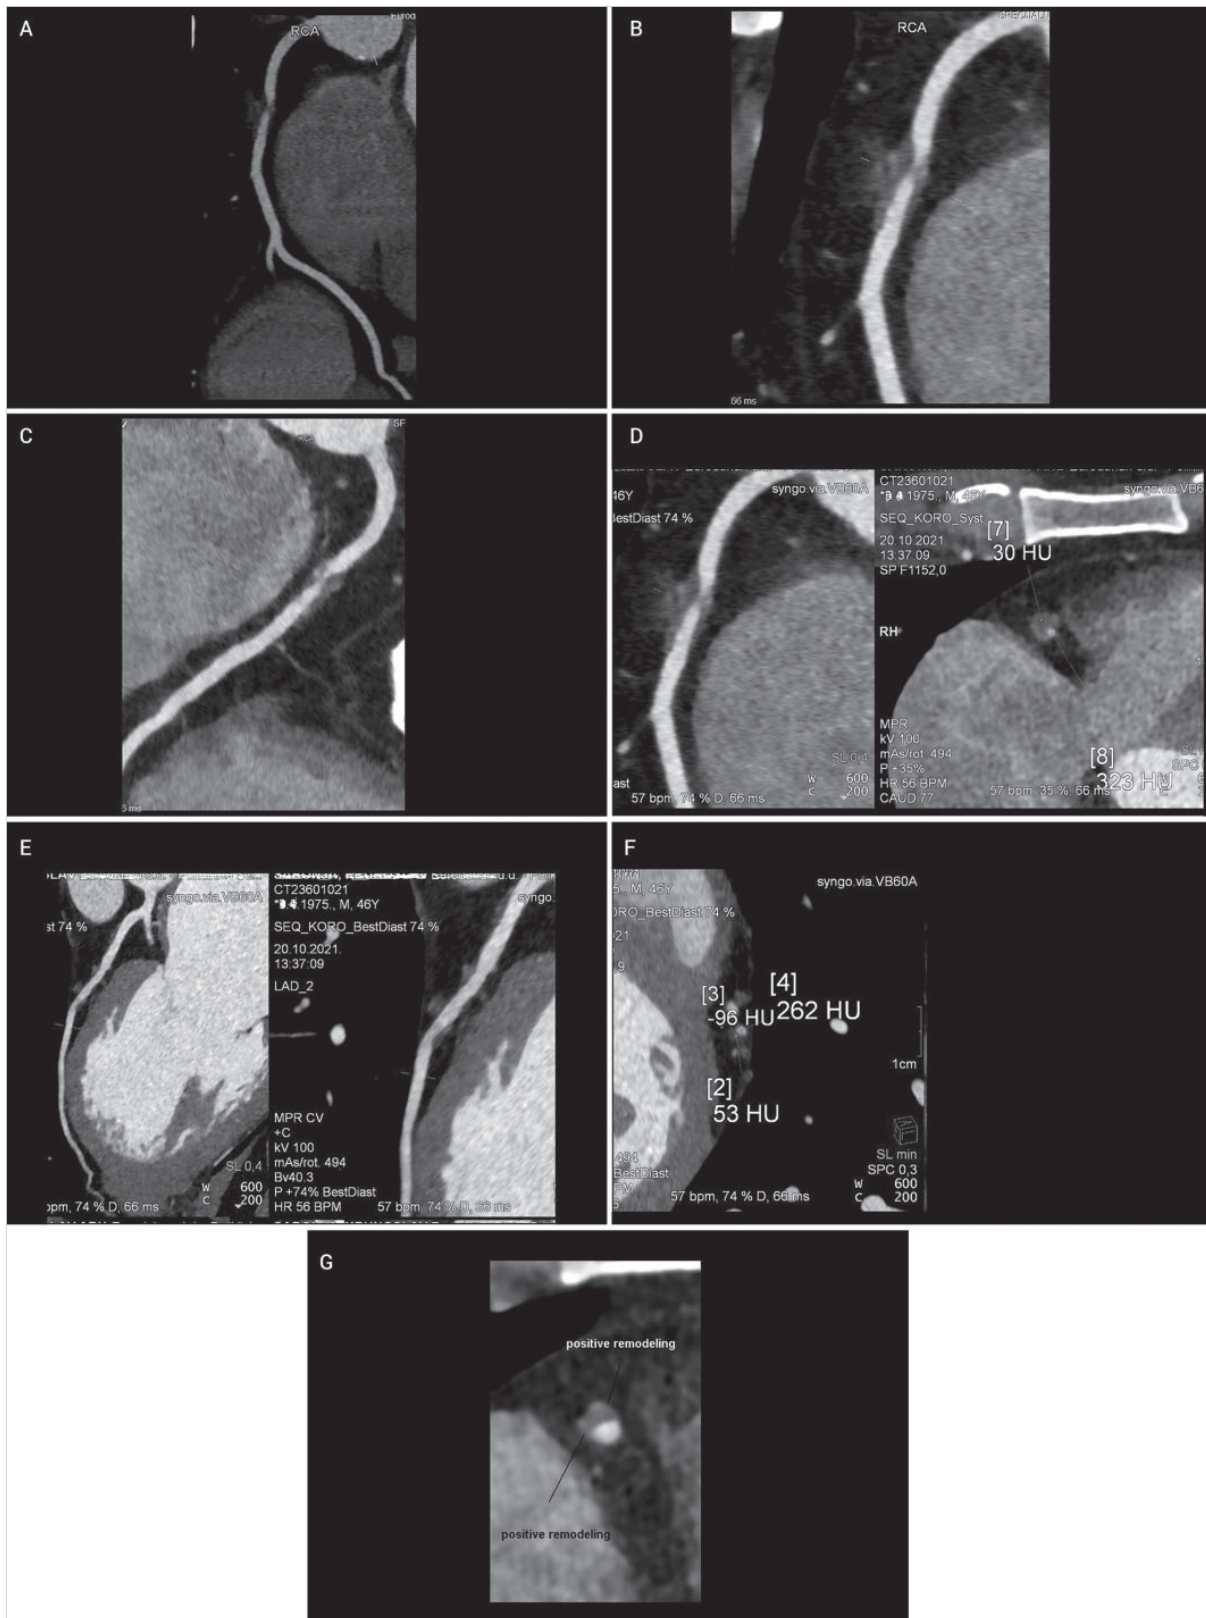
Male patient, 46 years old, referred to cardiac computed tomography angiography with typical chest symptoms of angina and shortness of breath. Cardiac computed tomography angiography revealed sub-occlusive non-calcified high-risk plaque with positive (and negative) remodeling (remodeling index >1.1) and low attenuation values (30 Hounsfield units) in the proximal right coronary artery (A, B, C, D). Additionally, non-obstructive non-calcified plaque was revealed in the mid left anterior descending artery with positive remodeling and an attenuation value of 53 Hounsfield units (E, F, G). RCA = Right Coronary Artery; HU = Hounsfield Units.
